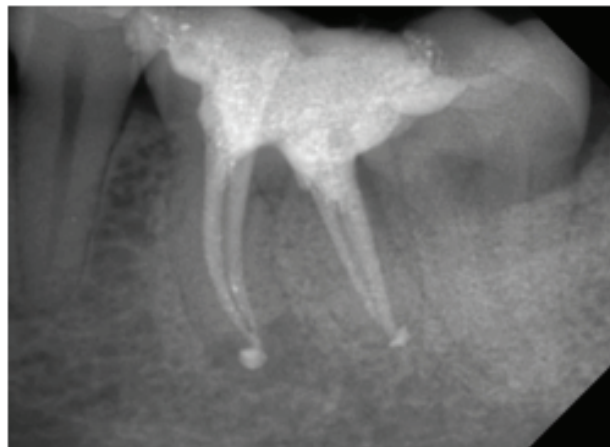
Постоперационная рентгенограмма. Повторно обработаны и запломбированы каналы зуба 36
